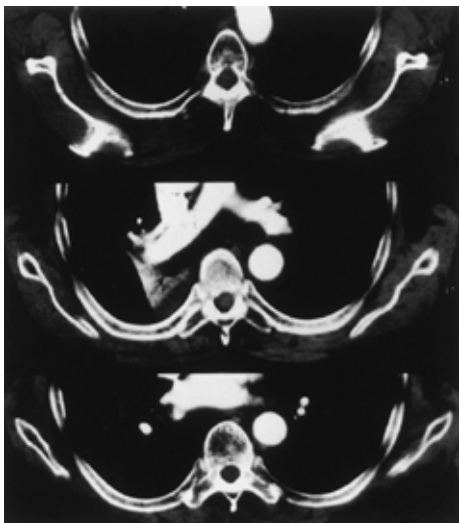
Chest CT revealing limited right pleural effusion (January 8, 1996)
